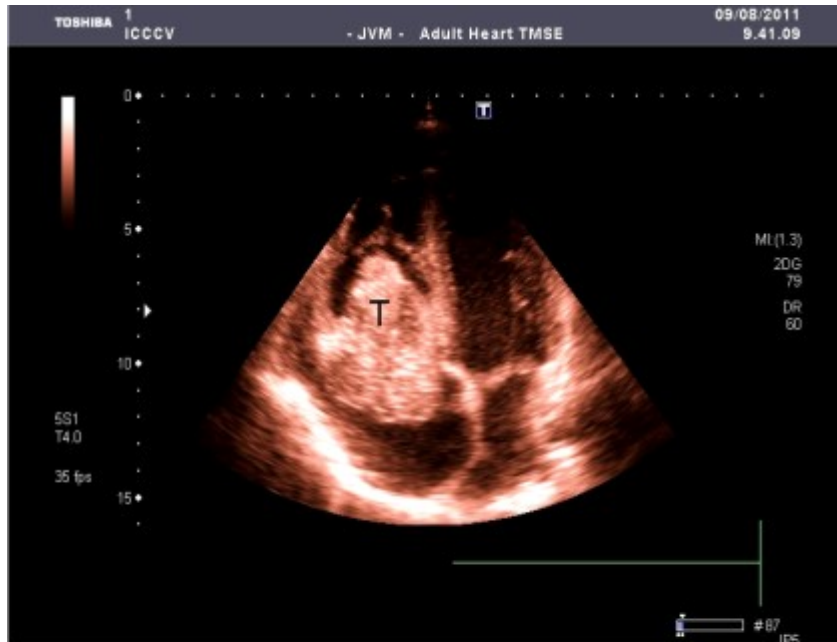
Ecocardiografía bidimensional (2D). Vista de 4 cámaras donde se observa una tumoración (T) gigante en AD que prolapsa a través de la válvula tricúspide.
